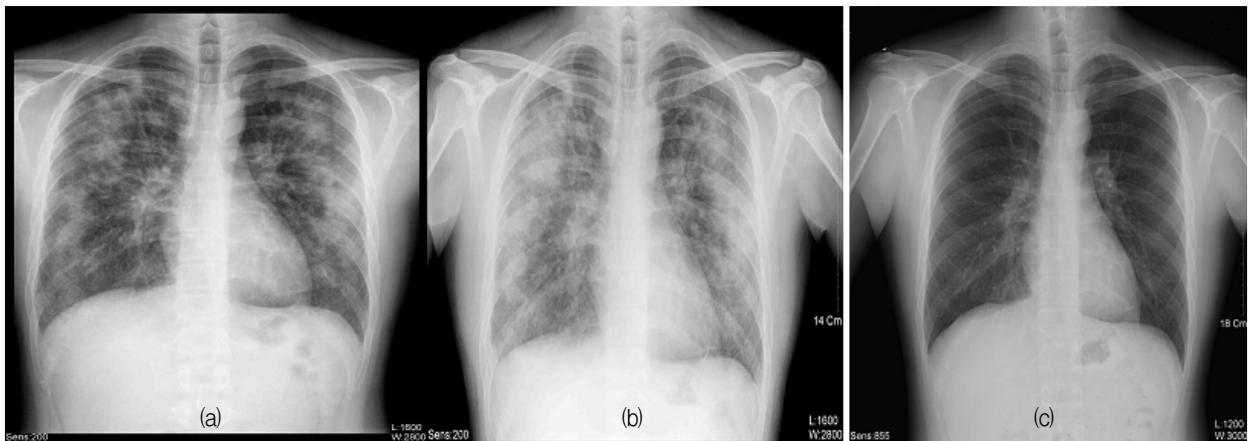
Chest radiograph on admission, showing diffuse reticular interstitial infiltration and ground glass opacity in both lung (a). After two days, reticular interstitial infiltration and ground glass opacity rapidly progress and right pleural effusion is noted (b). After cigarette smoking challenge, no parenchymal abnormality is observed (c).
